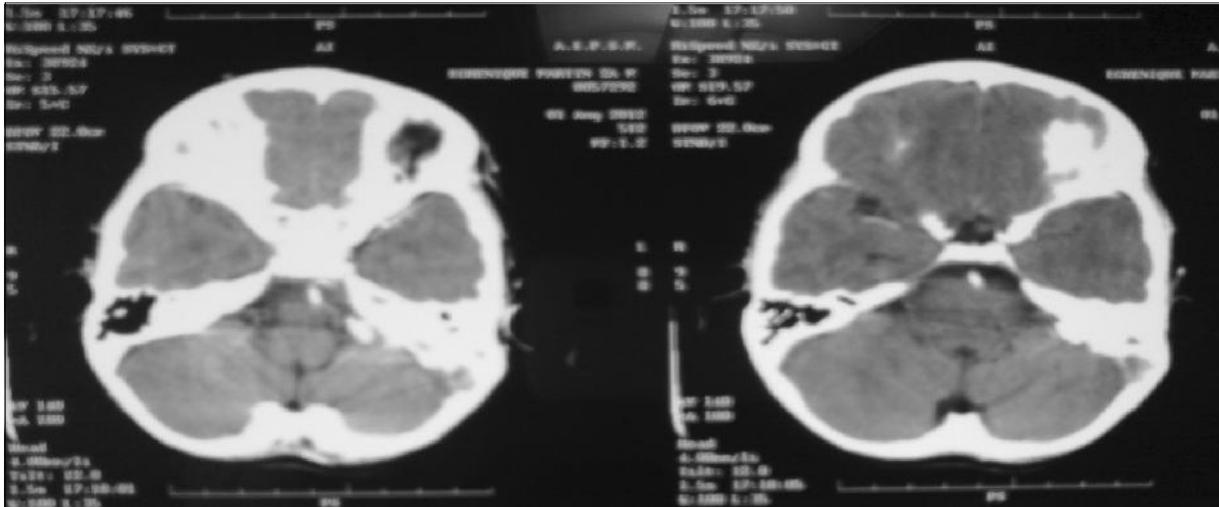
Tomografía computada de cráneo con contraste. Se visualiza ocupación total de celdillas mastoideas a izquierda y ocupación parcial a derecha.
